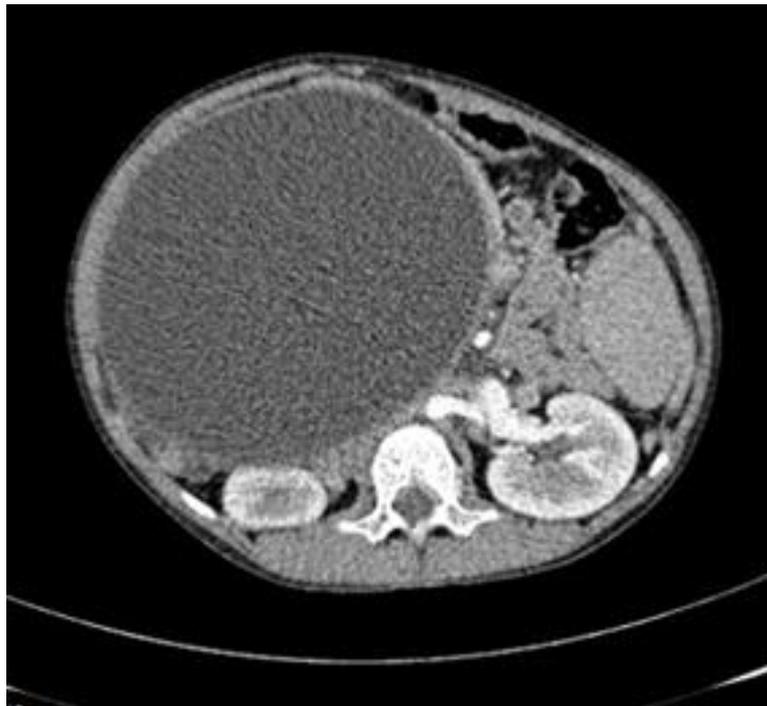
Tomografía Simple y Contrastada Corte Axial: Lesión quística
